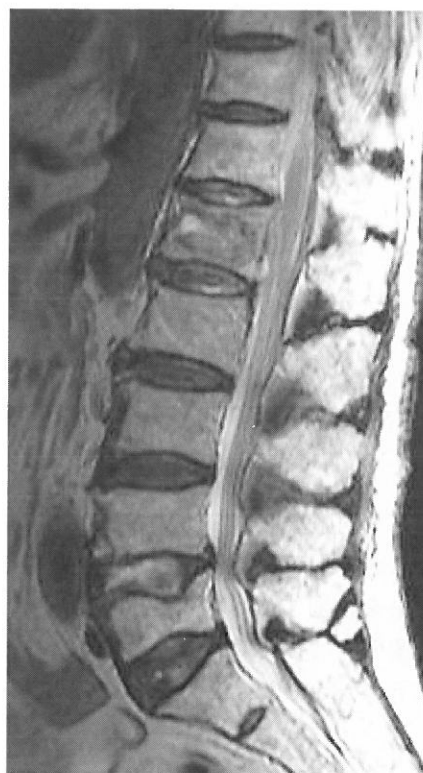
d MRI T2WI：第1腰椎に高信号域を認める。第5腰椎は等信号
